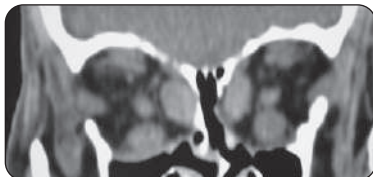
TDM en coupe coronale après décompression orbitaire bilatérale
